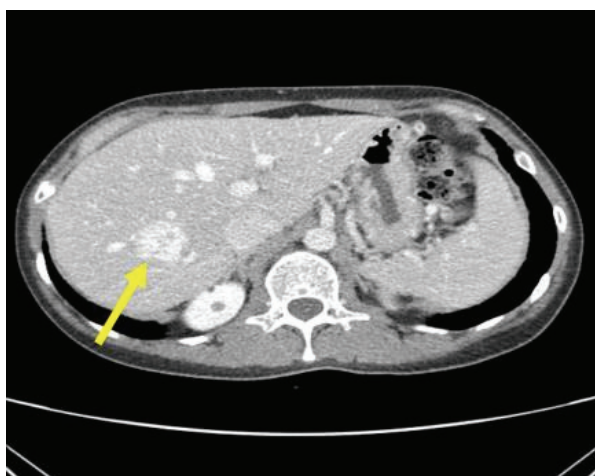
Findings of dynamic enhanced computed tomography of hepatic hemangioma.
